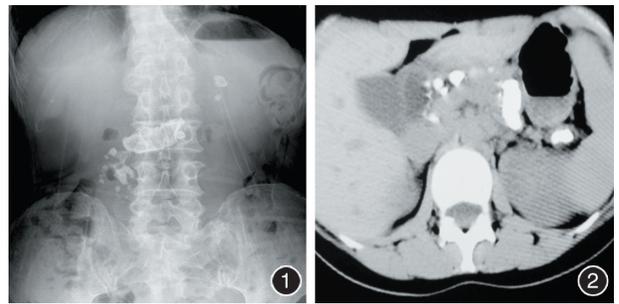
腹部平片示胰腺多发结石 图 2 上腹部 CT 示胰腺多发结石
